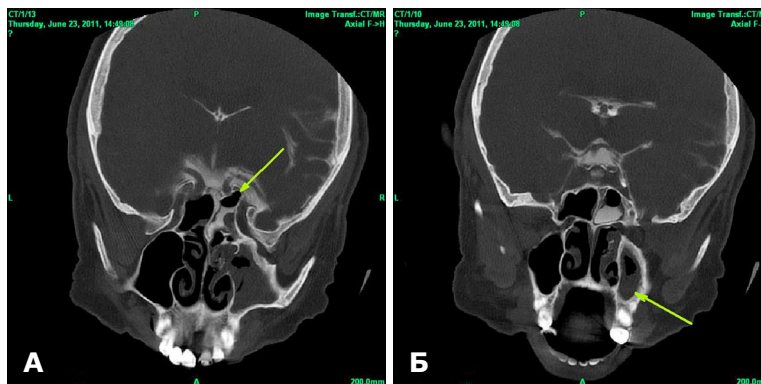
КТ-цистернография. Фронтальный срез. А — заполнение контрастированной СМЖ правой половины клиновидной пазухи через дефект ее верхней стенки. В области базальной цистерны определяется хиазма, правая и левая внутренние сонные артерии. Б — вторичные изменения в правой верхнечелюстной пазухе.
